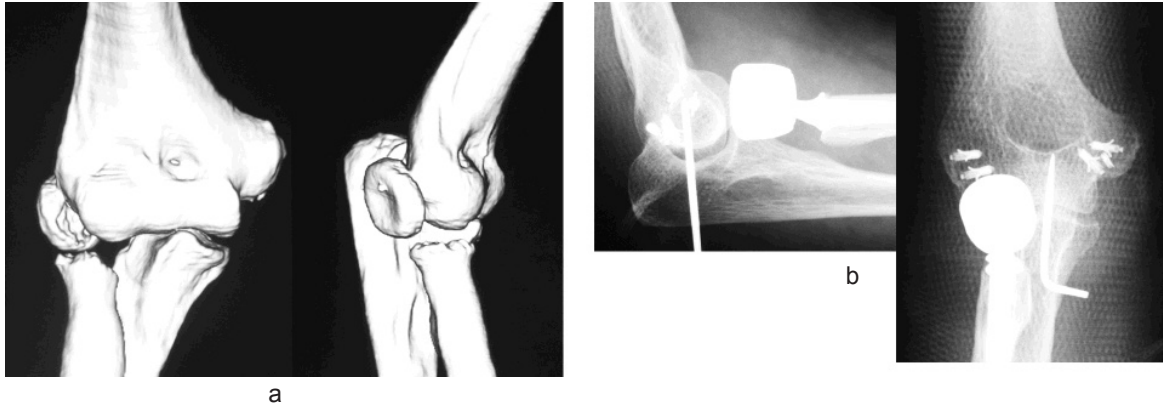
症例番号9 a: 術前3D-CT b: 術後単純X線写真
